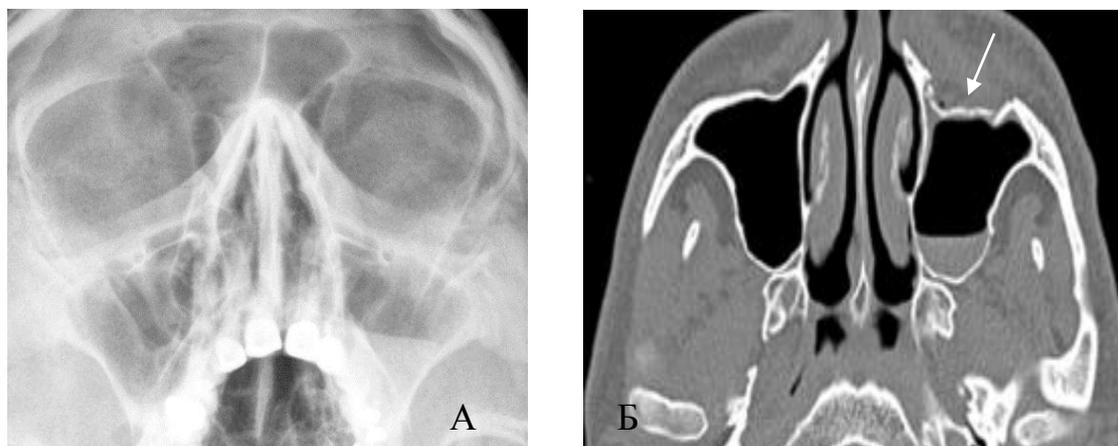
А. Рентгенограмма в полуаксиальной проекции больного Ш, 38 лет. Прямые признаки перелома стенок верхнечелюстных пазух не определяются, но имеется снижение пневматизации левой верхнечелюстной пазухи. Б. КТ-грамма того же больного. Определяется перелом передней стенки левой верхнечелюстной пазухи, со смещением костных отломков. Небольшое патологическое содержимое в левой верхнечелюстной пазухе.
